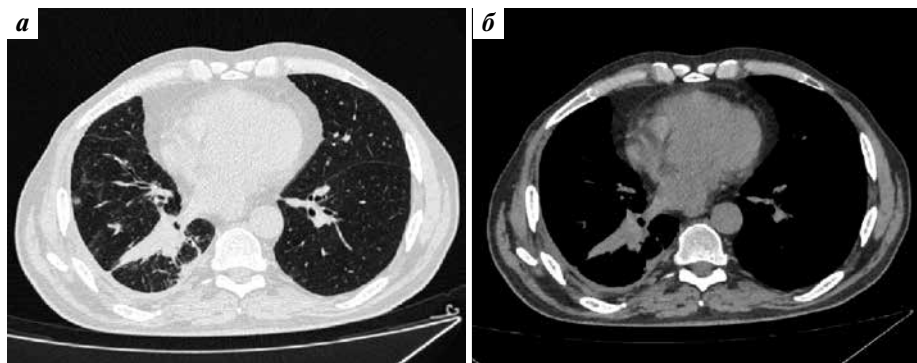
Компьютерная томография органов грудной клетки после химиоиммунотерапии: а – фаза Lung 1 мм; б – фаза Soft 1 мм
